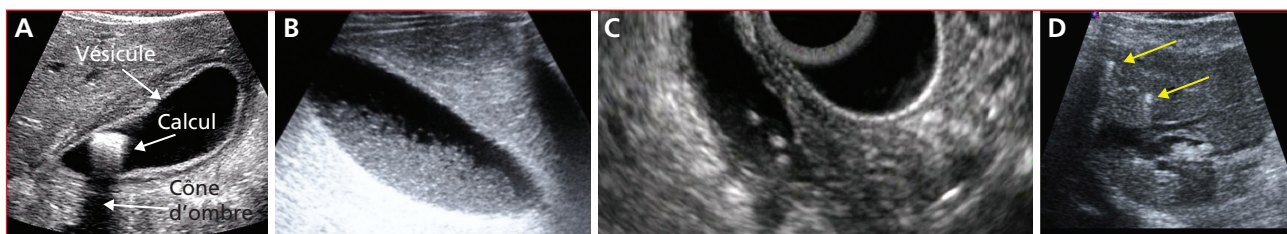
• A) Lithiase vésiculaire en échographie transpariétale. B) Sludge dans la vésicule en échographie. C) Minilithiase vésiculaire en échoendoscopie. D) Aspect de queue de comète intrahépatique évocateur du syndrome LPAC (*Low Phospholipid-Associated Cholelithiasis*).
